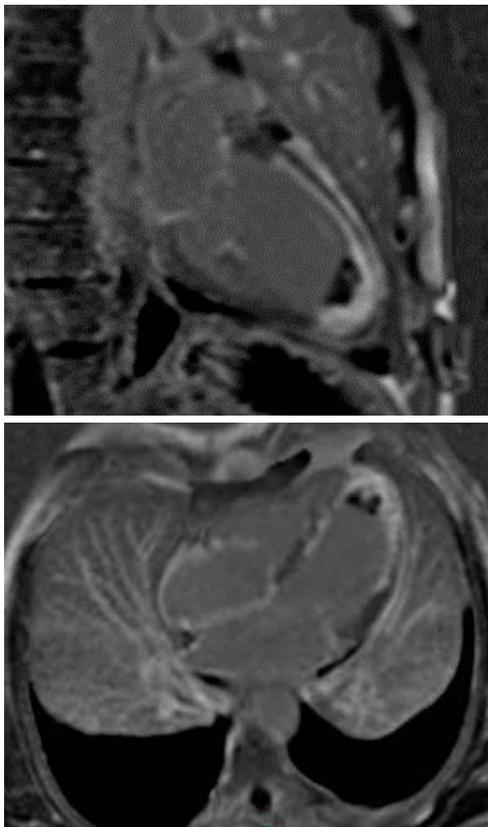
IRM avec séquences de réhaussement tardif
